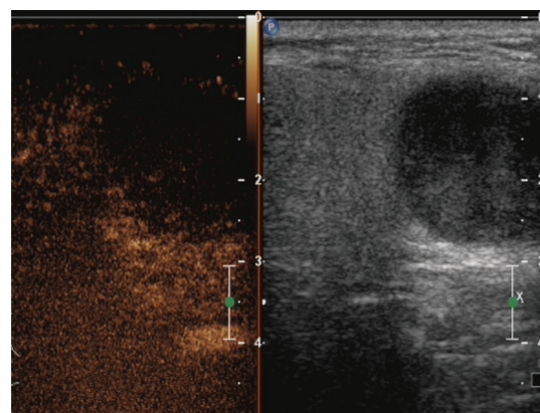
Result of ultrasound
